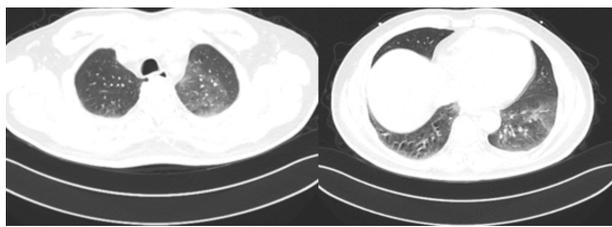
病例 2 出院前(2020-12-2)肺部 CT
